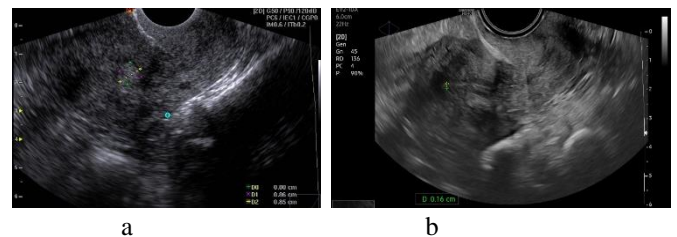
(a) Evaluación ultrasonográfica prequirúrgica de un fibroma uterino tipo 2. (b)
